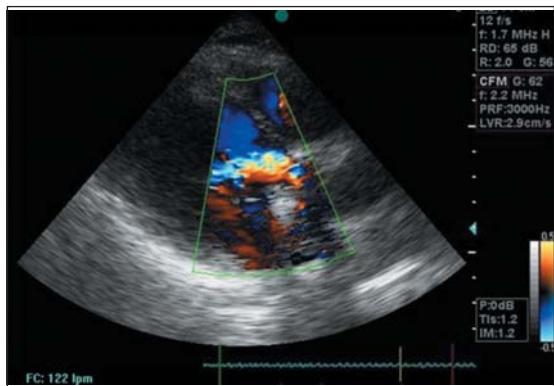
Ecocardiograma transtorácico. Eje largo paraes-ternal. Se observa jet de insuficiencia valvular aórtica central
